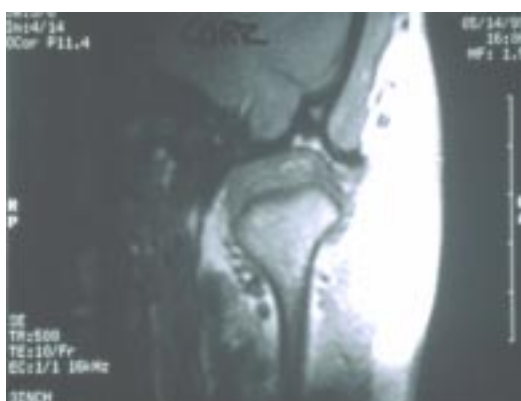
Imagen de resonancia magnética corregida posteroanterior de la articulación izquierda con el paciente mordiendo el registro de mordida
